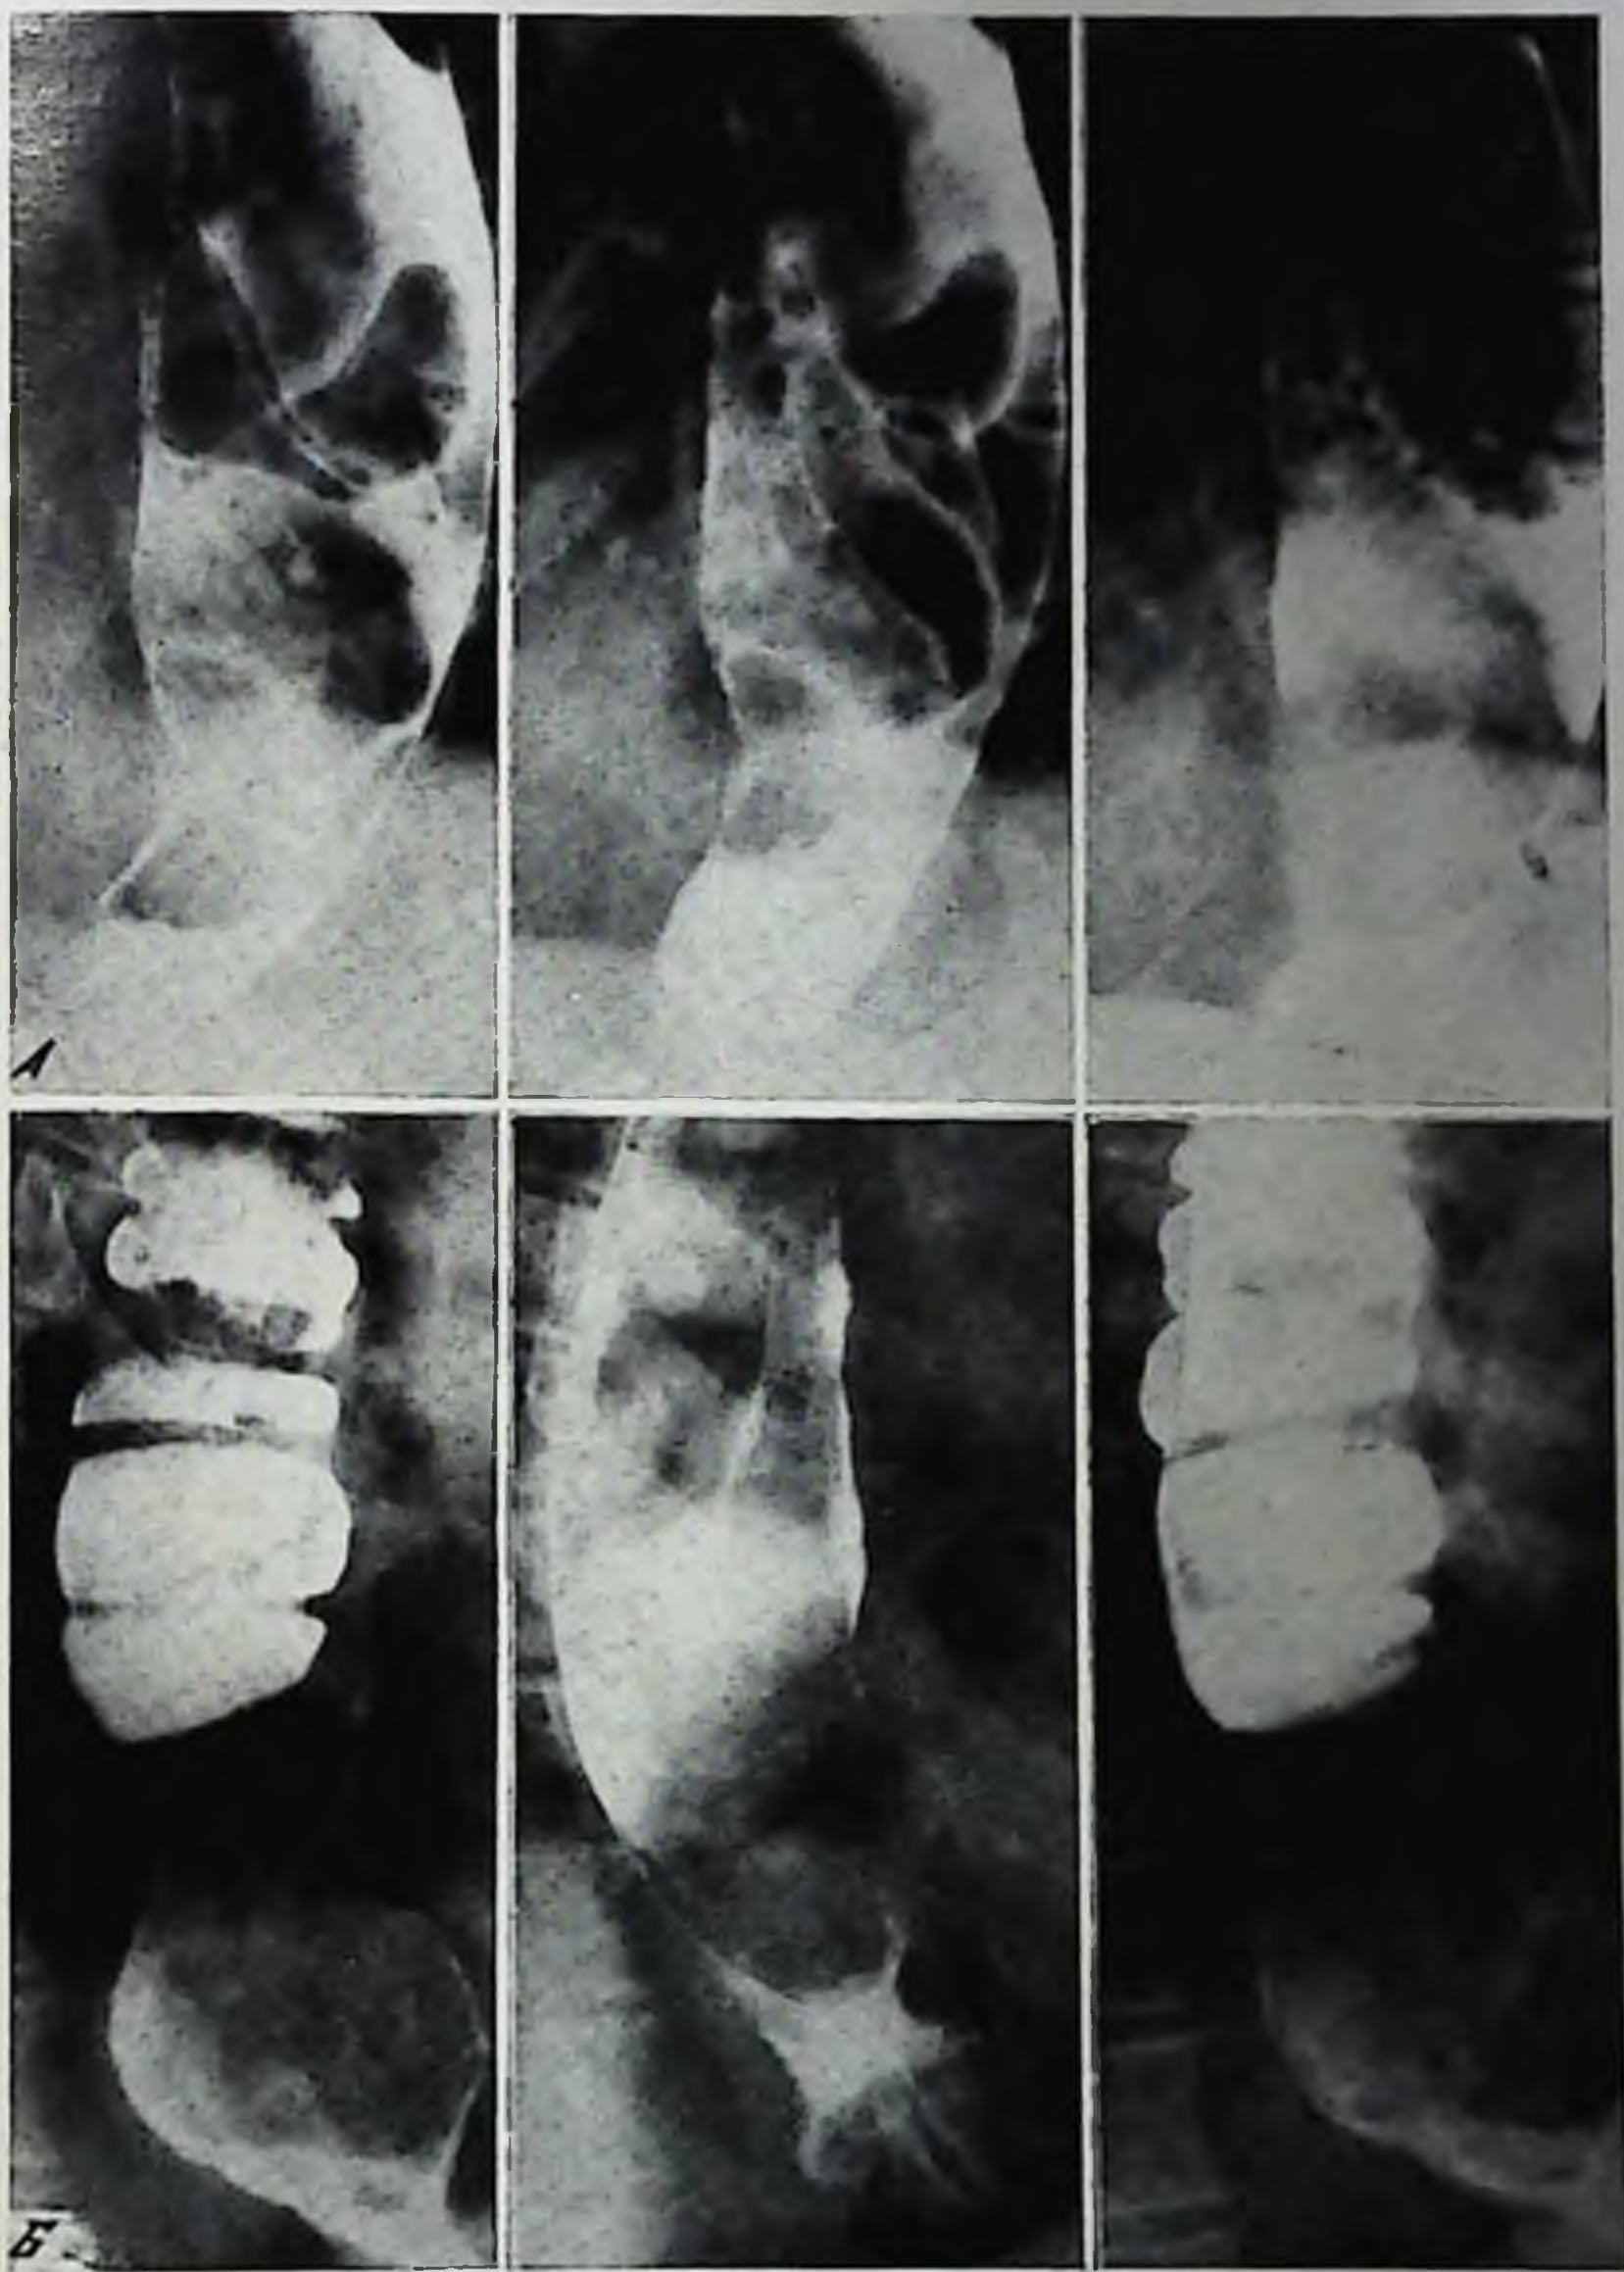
Рентгенограммы пищевода больного И.
